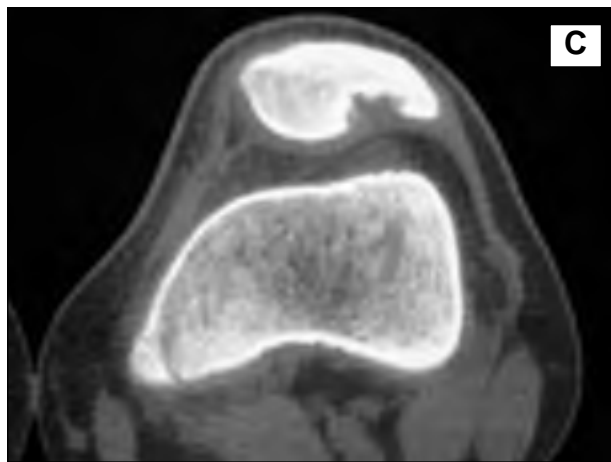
Radiografía póster - anterior y lateral de rodilla izquierda, se observa lesión radiolúcida de márgenes escleróticos, bien delimitada, en el aspecto súpero - lateral de la patela.
